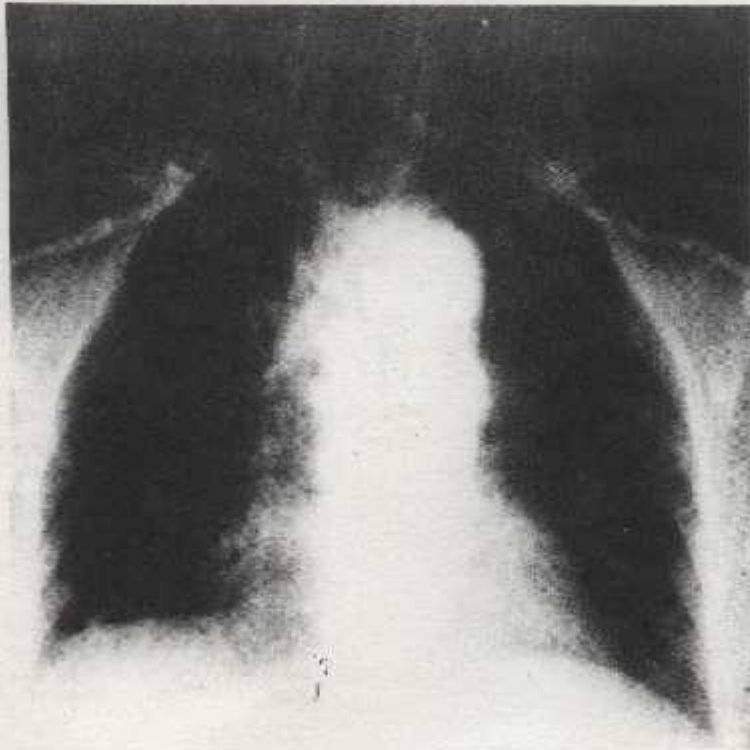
ASPECT D'ECTASIE-STENOSE AORTIQUE
